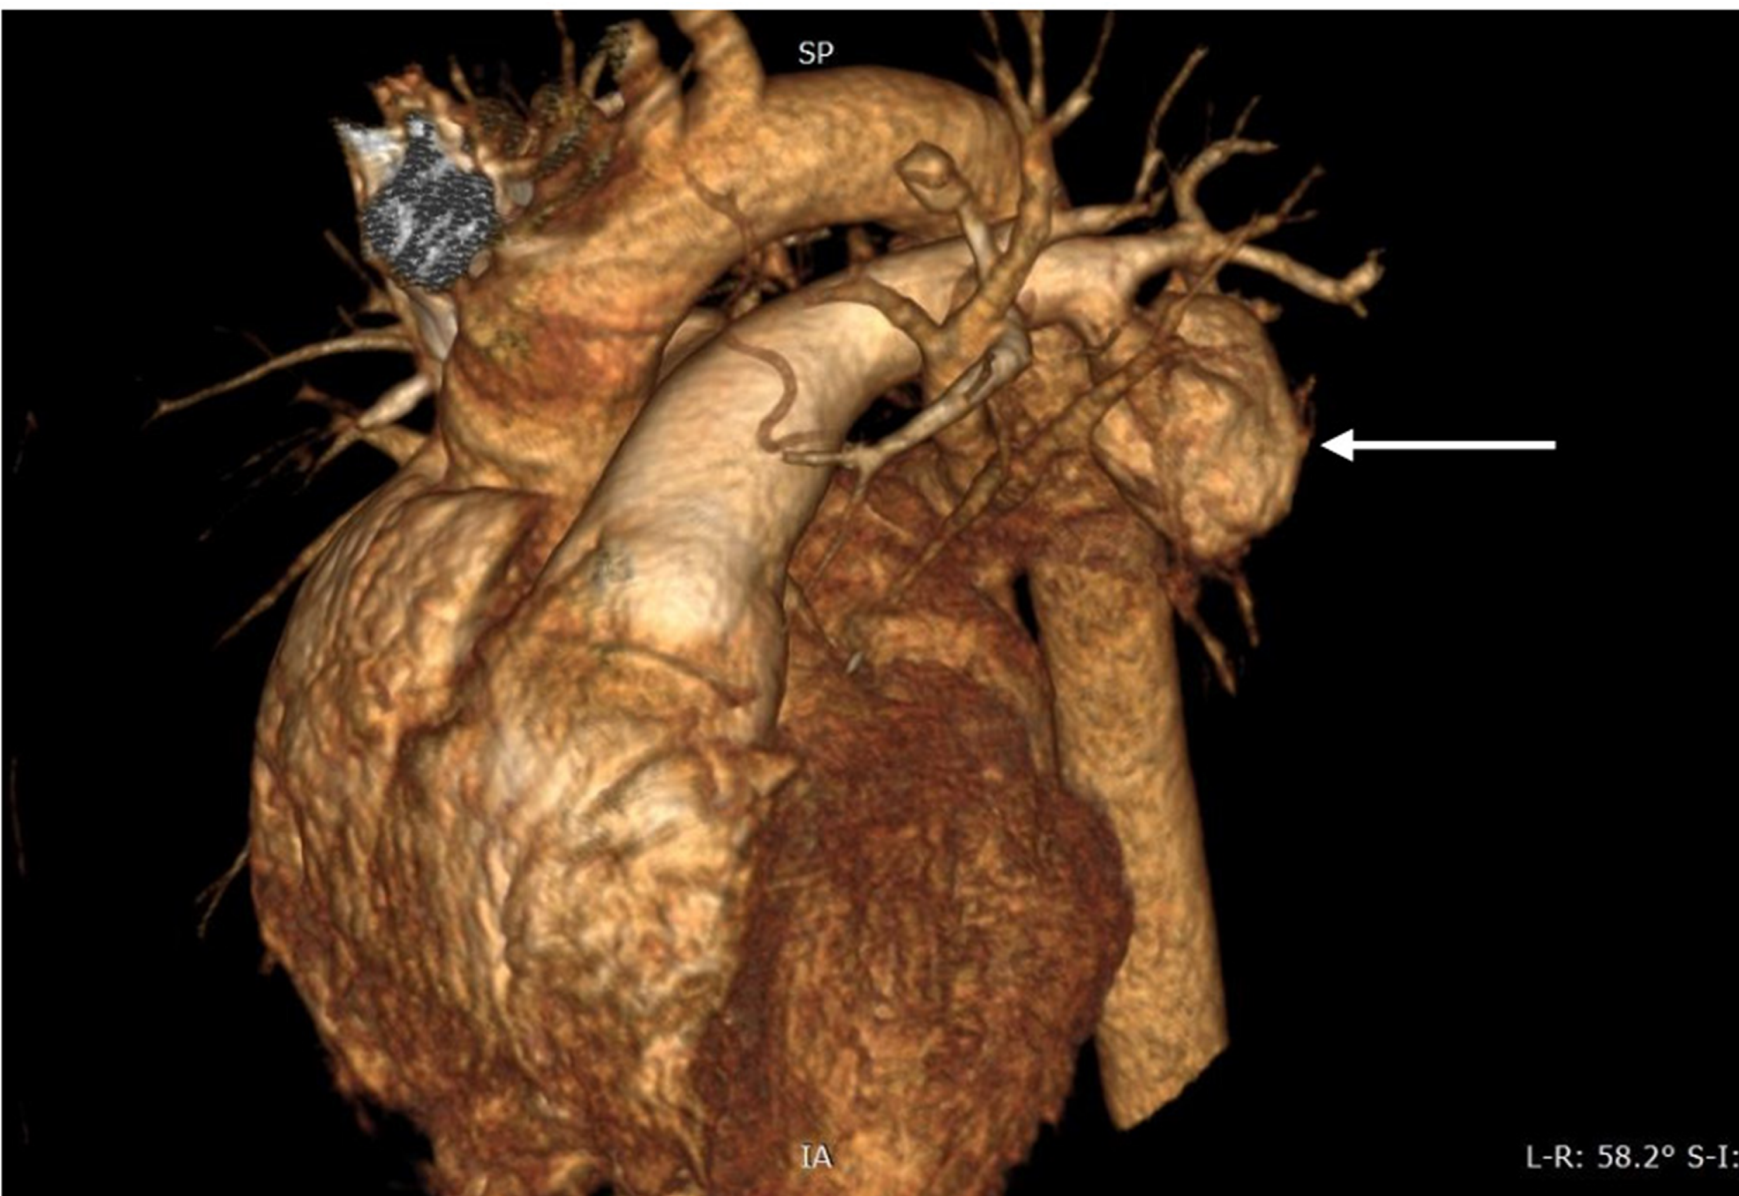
Three-dimensional construction of helical CT showing the left pulmonary aneurysm (arrow)
